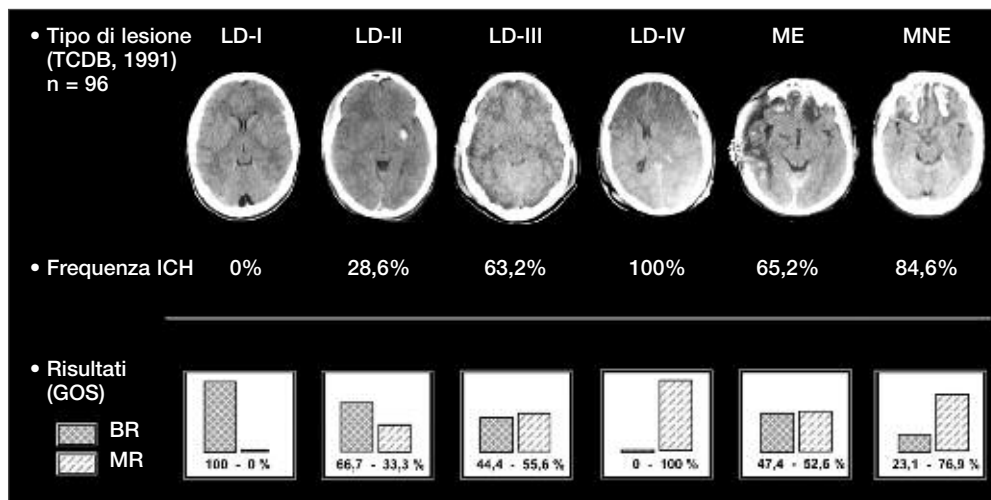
Lesioni neurotraumatiche secondo la classificazione del *Traumatic Coma Data Bank* americano. (LD-I) lesione diffusa di tipo I (paziente in coma con TC normale); (LD-II) lesione diffusa di tipo II (cisterne permeabili, linea mediana centrale con piccole lesioni); (LD-III) lesione diffusa di tipo III (edema cerebrale bilaterale); (LD-IV) lesione diffusa di tipo IV (deviazione della linea media > 5 mm, in assenza di lesioni focali che giustificano la distorsione delle strutture cerebrali). MNE = qualunque lesione intra o extracerebrale con un volume > 25 mL, non evacuata. ME = qualunque lesione focale evacuata; TCDB = *Traumatic Coma Date*; ICH = *Intra Cranial Hypertension*. L'immagine mostra in quale percentuale l'ipertensione endocranica e l'esito neurologico compaiono nei 96 pazienti inclusi nello studio (da [6]).
